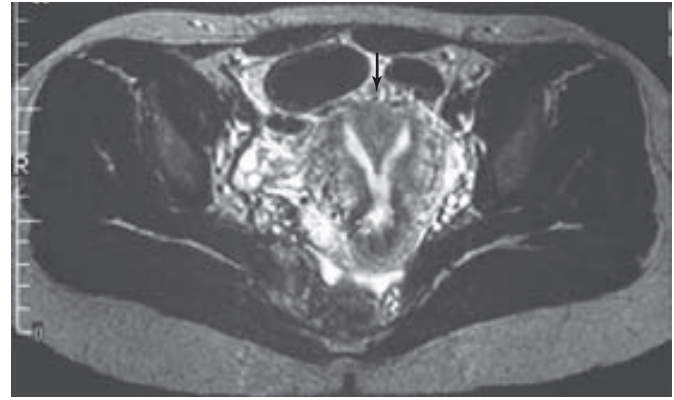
Resonancia magnética transaxil ponderada en T2 de un útero tabicado. Ambas cavidades endometriales con una señal intensa están separadas por un tabique fibroso con una señal de baja intensidad (flecha) y el contorno del fondo es normal. (Cortesía de la Dra. Diane Twickler.)
